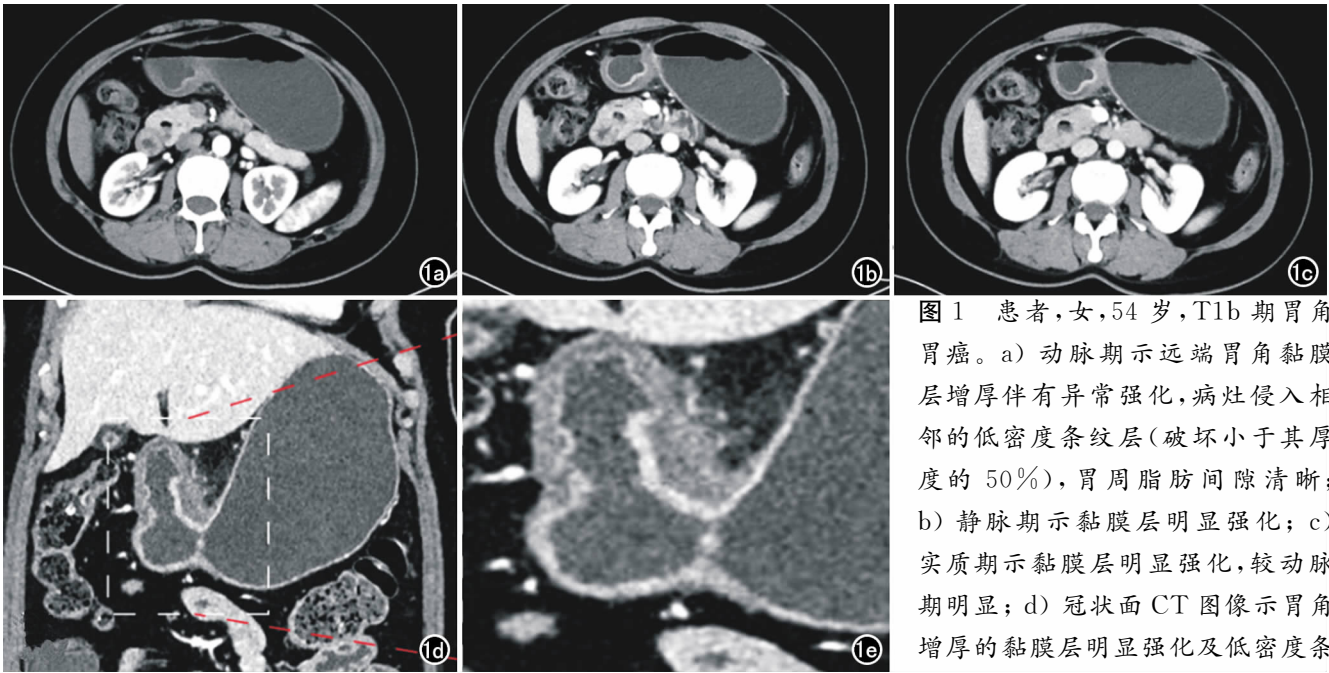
患者,女,54 岁,T1b 期胃角胃癌。a) 动脉期示远端胃角黏膜层增厚伴有异常强化,病灶侵入相邻的低密度条纹层(破坏小于其厚度的 50%),胃周脂肪间隙清晰; b) 静脉期示黏膜层明显强化; c) 实质期示黏膜层明显强化,较动脉期明显; d) 冠状面 CT 图像示胃角增厚的黏膜层明显强化及低密度条纹带破坏(小于其厚度的 50%); e) 冠状面 CT 病变放大图像。
